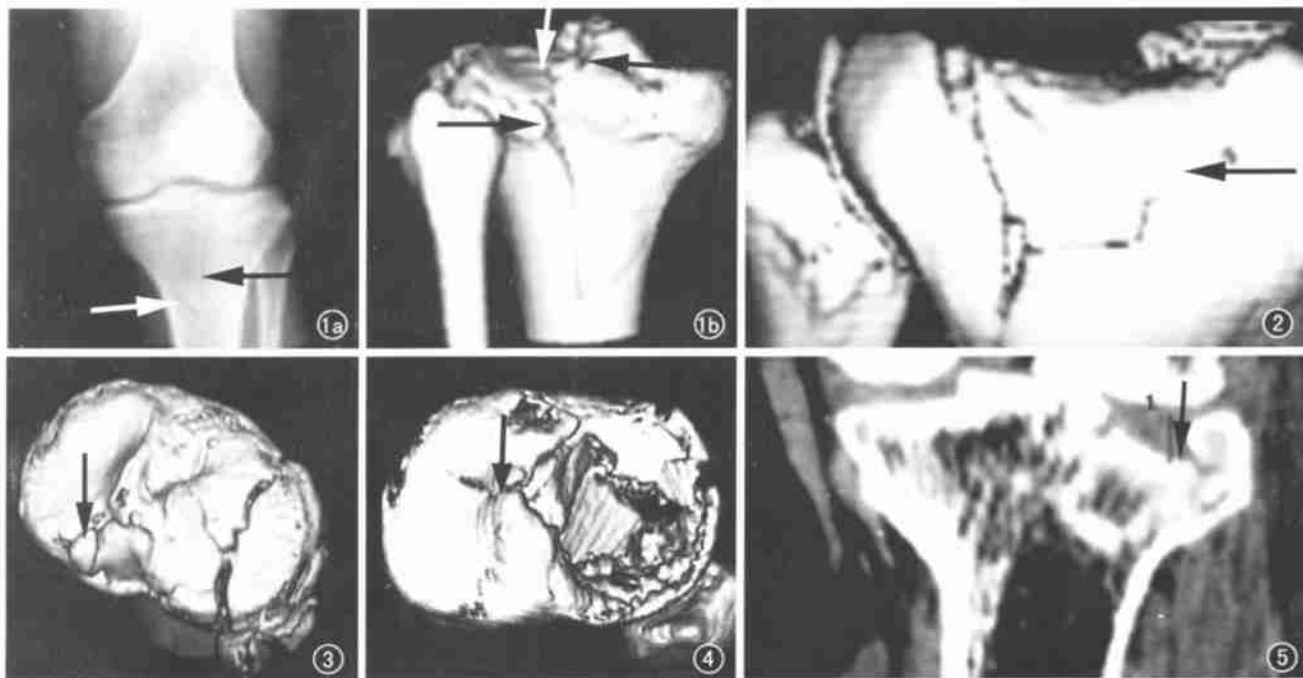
胫骨平台骨折。a) 膝关节前后位X线平片显示胫骨近端见“V”形骨折线(黑箭、白箭), 外侧关节间隙增宽; b) SSD 后前位示胫骨外侧平台后缘塌陷骨折(白箭), 内侧平台呈“V”型劈裂, 平台后缘见两片撕脱的骨片(黑箭)。图2 胫骨平台 SSD 前后位显示胫骨外侧髁劈裂, 外侧平台前方见一梯形骨块塌陷(箭)。图3 胫骨平台 SSD 俯视图显示外侧整个平台严重塌陷骨折, 并累及内侧平台伴髁间窝粉碎性骨折(箭)。图4 胫骨平台 SSD 后上俯视图伴骨折不仅累及外侧平台, 而且平台后方也有碎裂伴有骨块向上翻起(箭), 同时伴腓骨头粉碎性骨折。图5 MPR 冠状面可以直接测量外侧平台压缩13mm(箭)。
